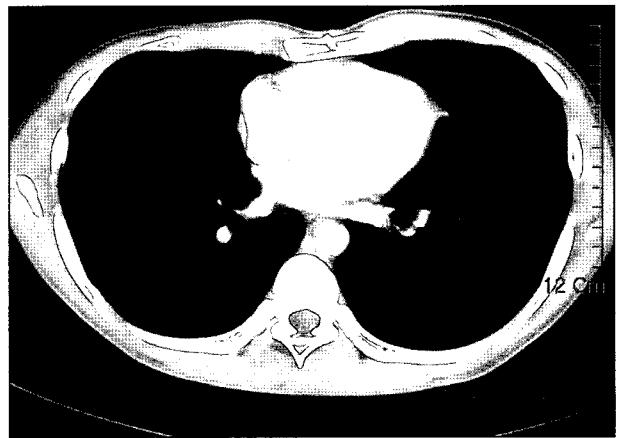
Follow up chest CT at 24 months later after resection showed no evidence of recurrence.
